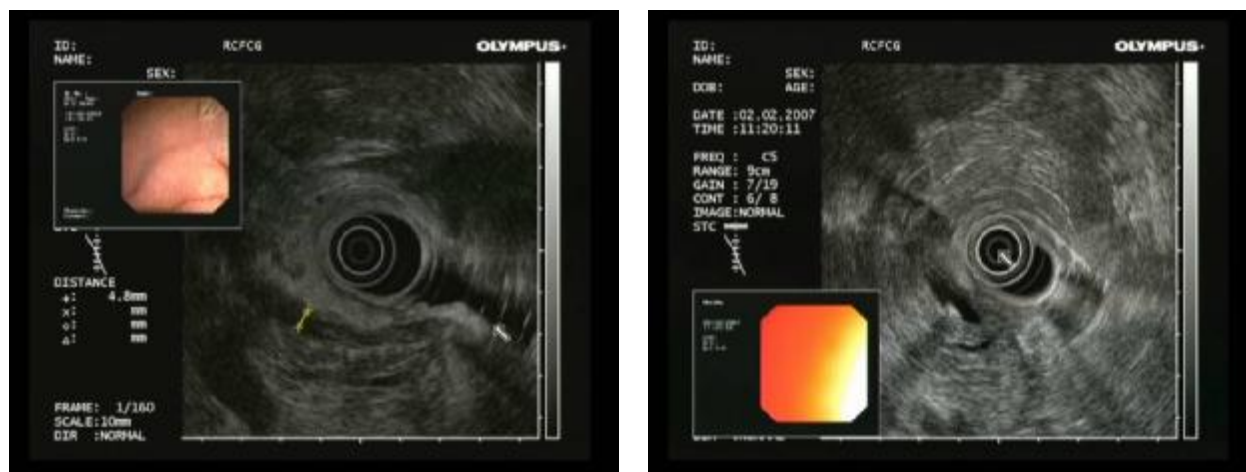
(ЭУЗИ). Холедохолитиаз. Мелкий флотирующий конкремент в не расширенном холедохе.
